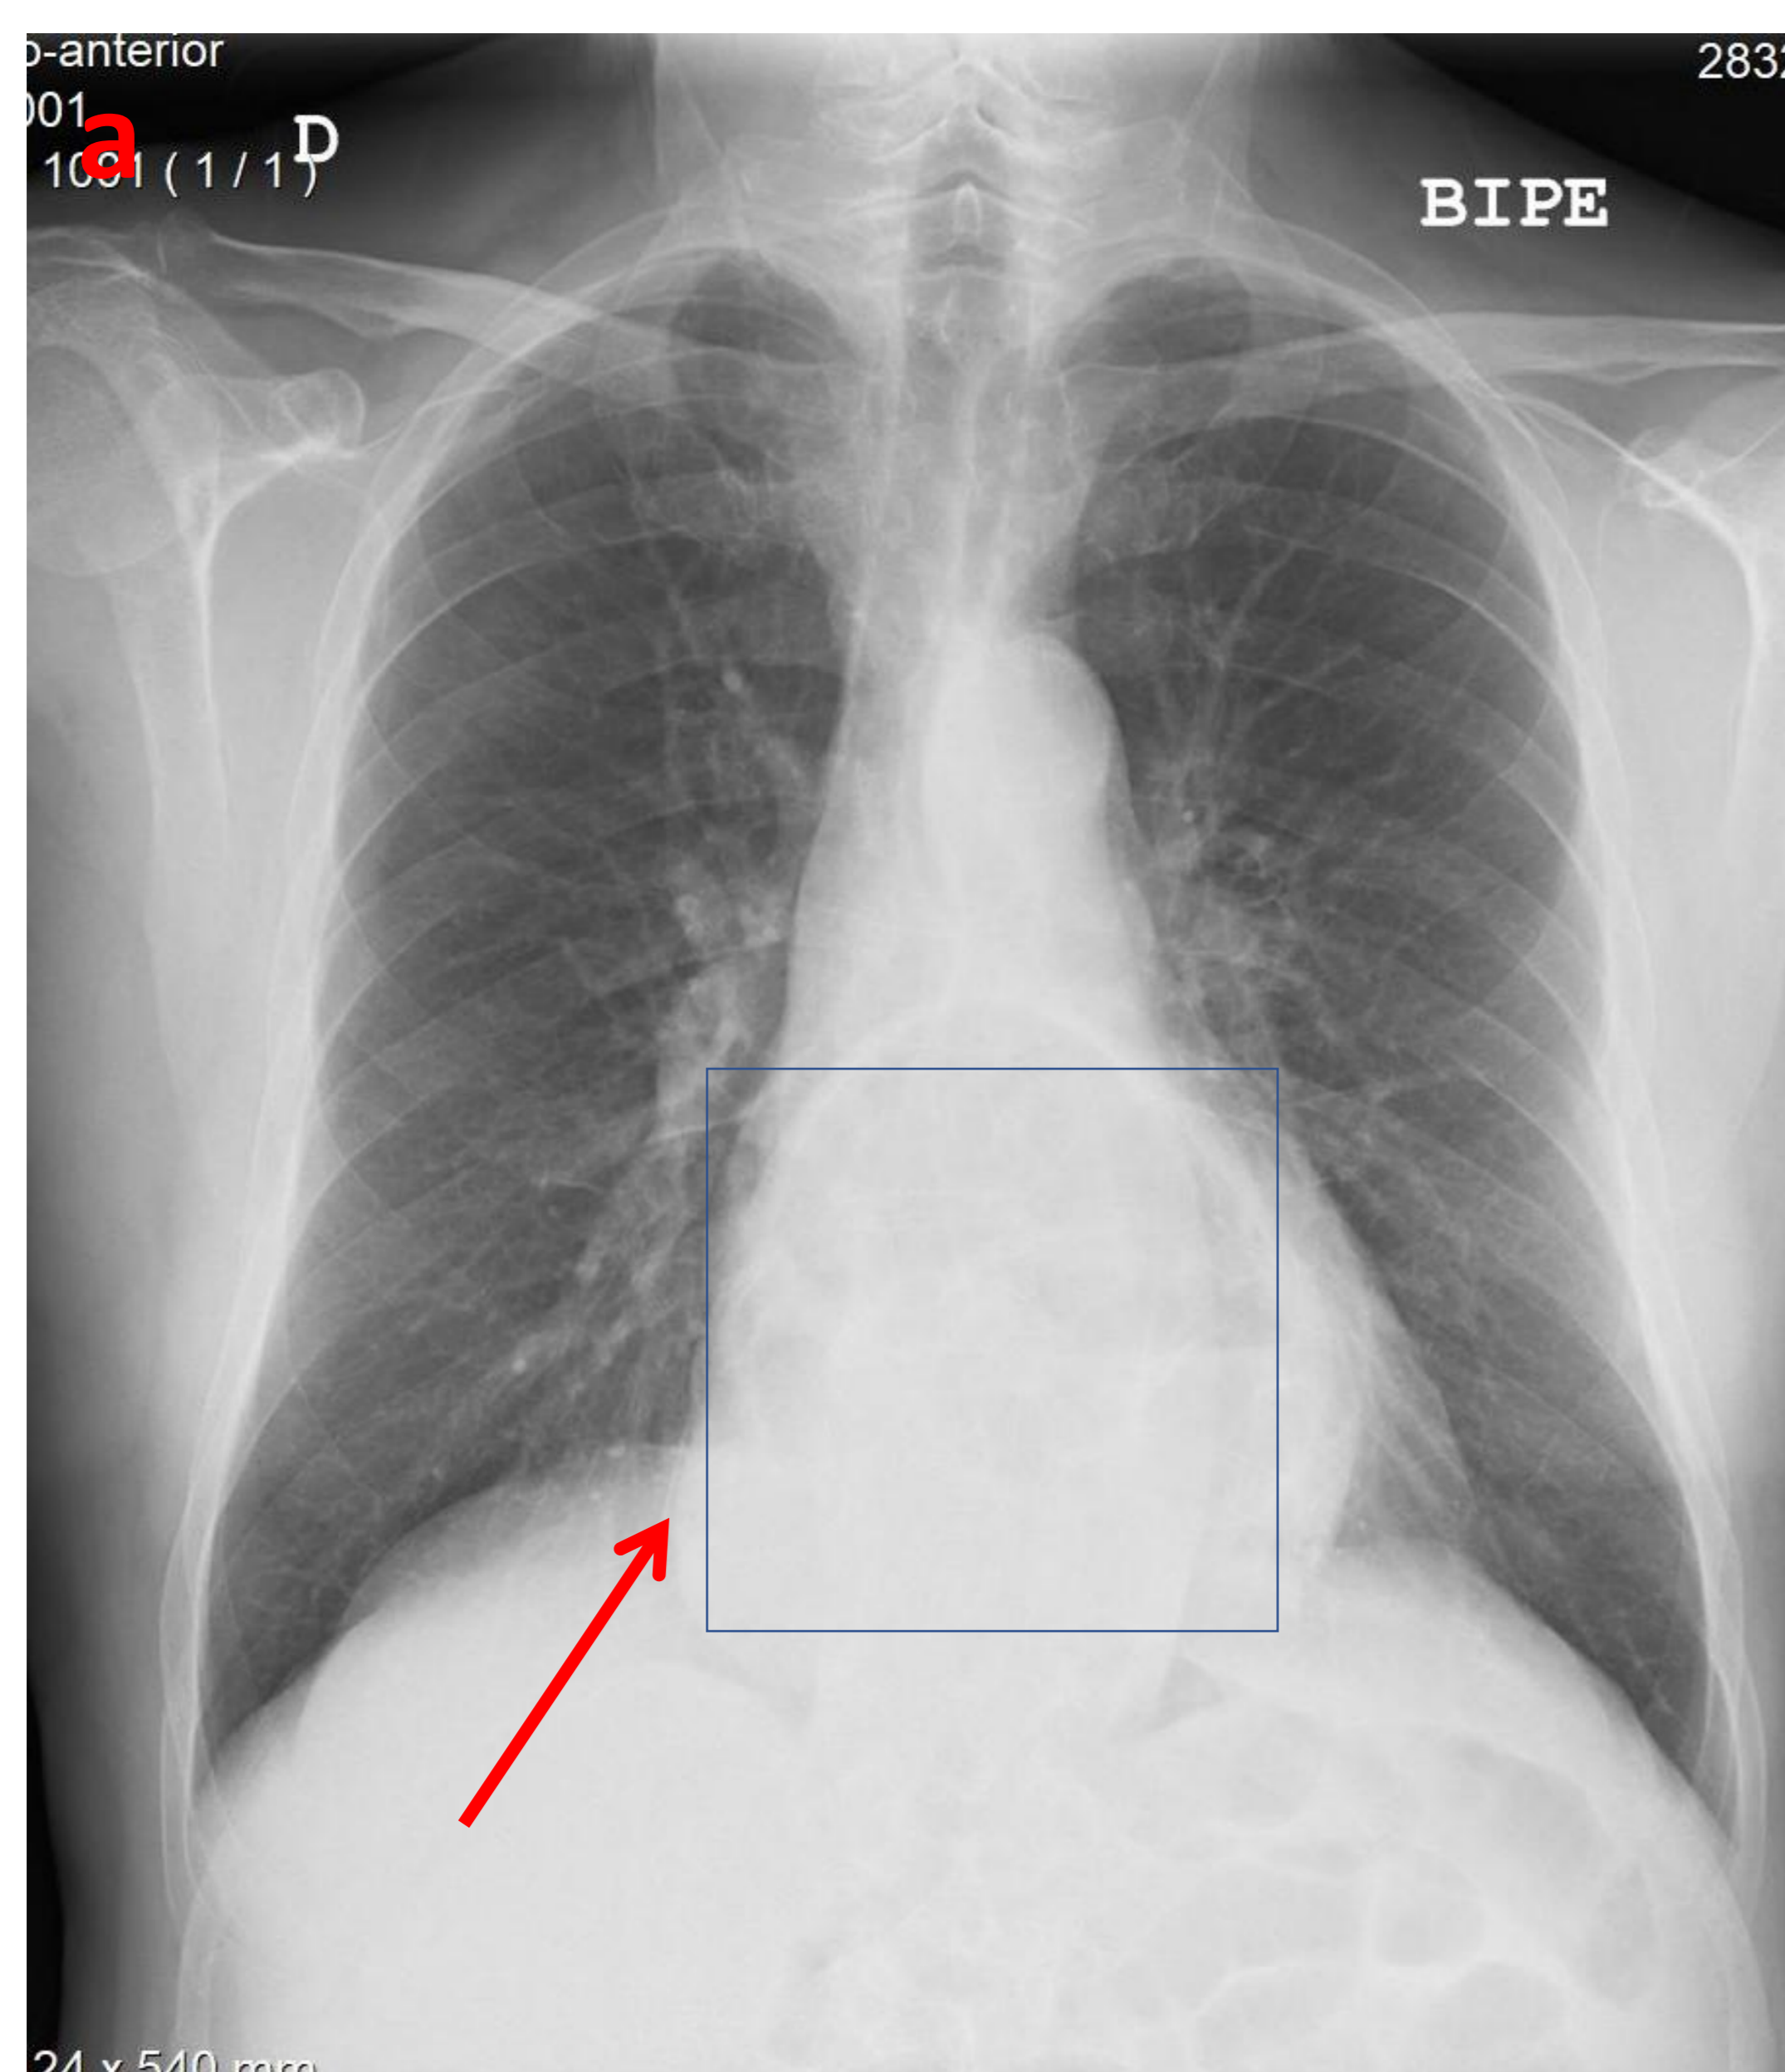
Los hallazgos se confirma en el TC realizado , donde se identifica un engrosamiento mural circunferencial de esófago, por desplazamiento traqueal hacia anterior. Se confirmó que se trataba de una neoformación esofágica.
